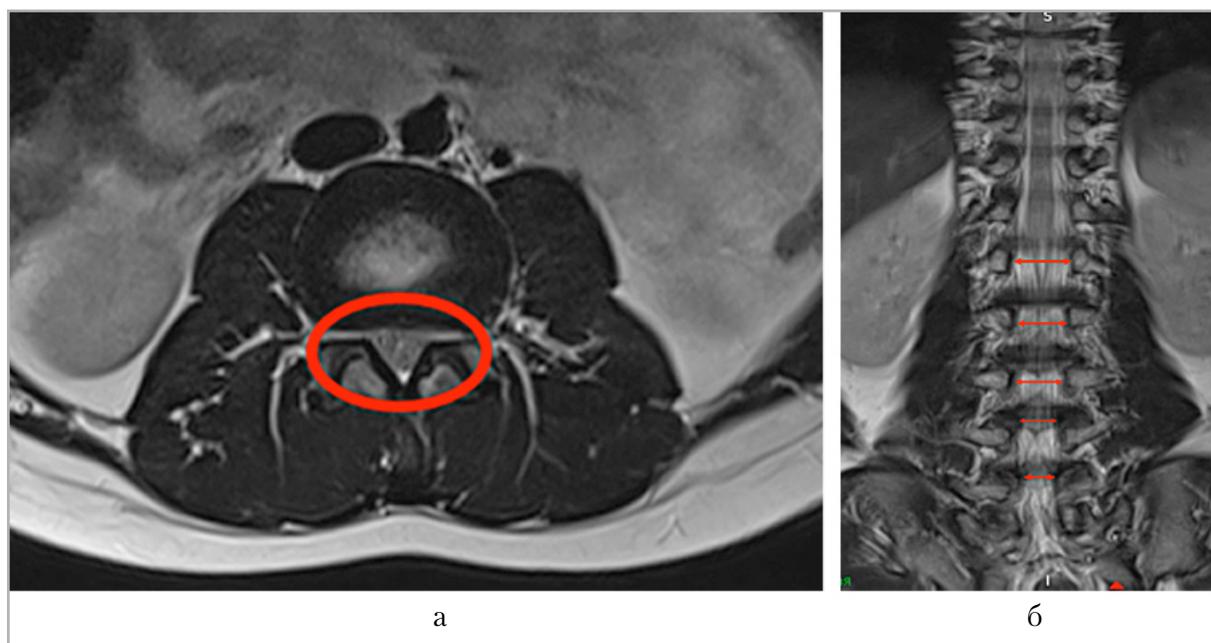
Магнитно-резонансные томограммы позвоночника пациента 14 лет с ахондроплазией в режиме T2-ВИ в аксиальной (а) и коронарной (б) плоскостях: *красным овалом* выделена зона интереса (позвоночный канал) (а); *красными стрелками* обозначены расстояния между ножками дуг позвонков (б)
